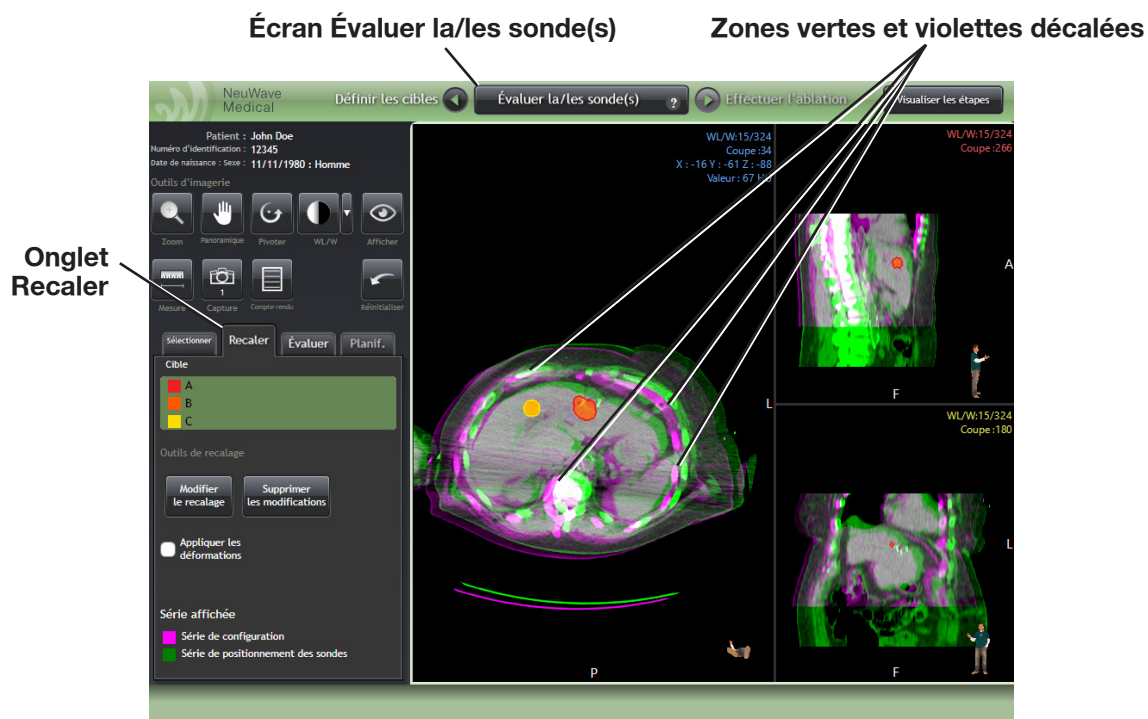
Évaluation du recalage. Les grandes zones en vert et/ou en violet indiquent qu'un décalage important s'est produit entre la série d'images TDM de configuration et la série d'images TDM de positionnement des sondes.
